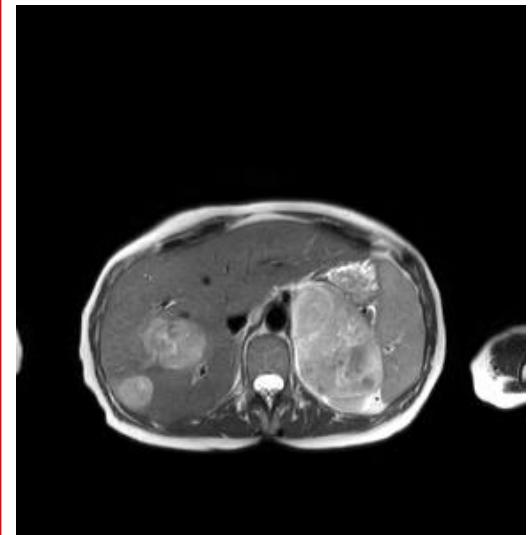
IRM abdominale injectée T2
